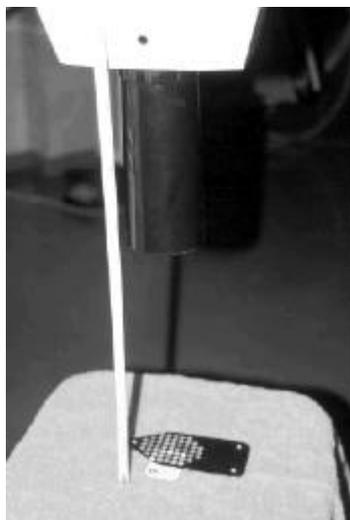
Placa metálica com os corpos de prova sendo radiografada a uma distância de 40 cm
